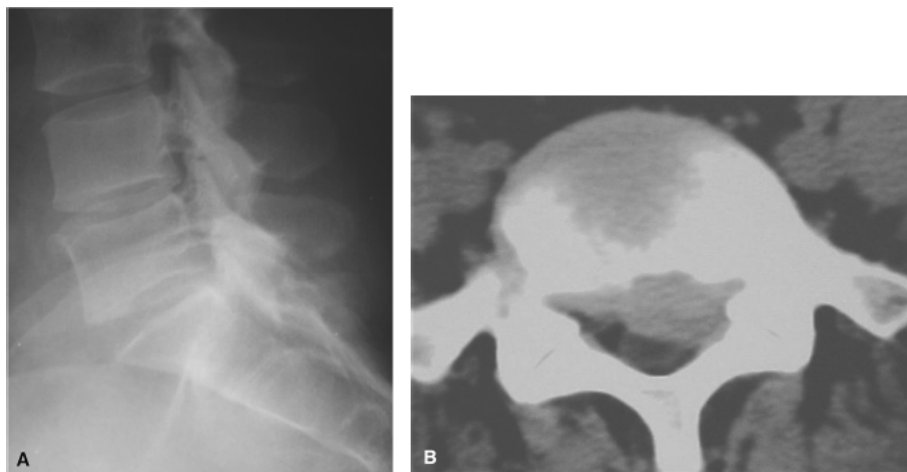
Síndrome da cauda equina. A. Radiografia em perfil da coluna lombar, evidenciando diminuição do espaço com discopatia lombar L4-L5 e L5-S1. B. Tomografia computadorizada da coluna lombar, corte axial em janela de partes moles, evidenciando compressão medular e radicular por massa volumosa intracanal, com densidade de disco vertebral.
